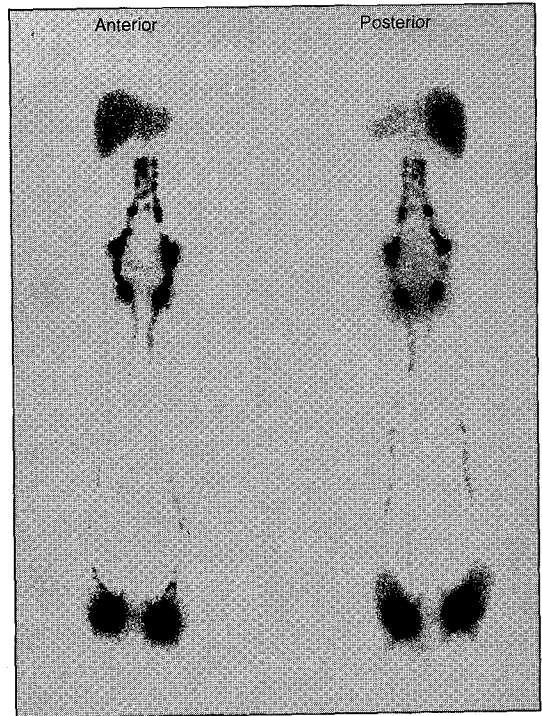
Lower extremity lymphoscintigraphy of a 44-year-old female normal subject. Note that bilateral paraaortic lymphatic vessels, ilioinguinal lymph nodes and medial main lymphatic vessels are well visualized without dermal backflow and collateral lymphatic vessel.
